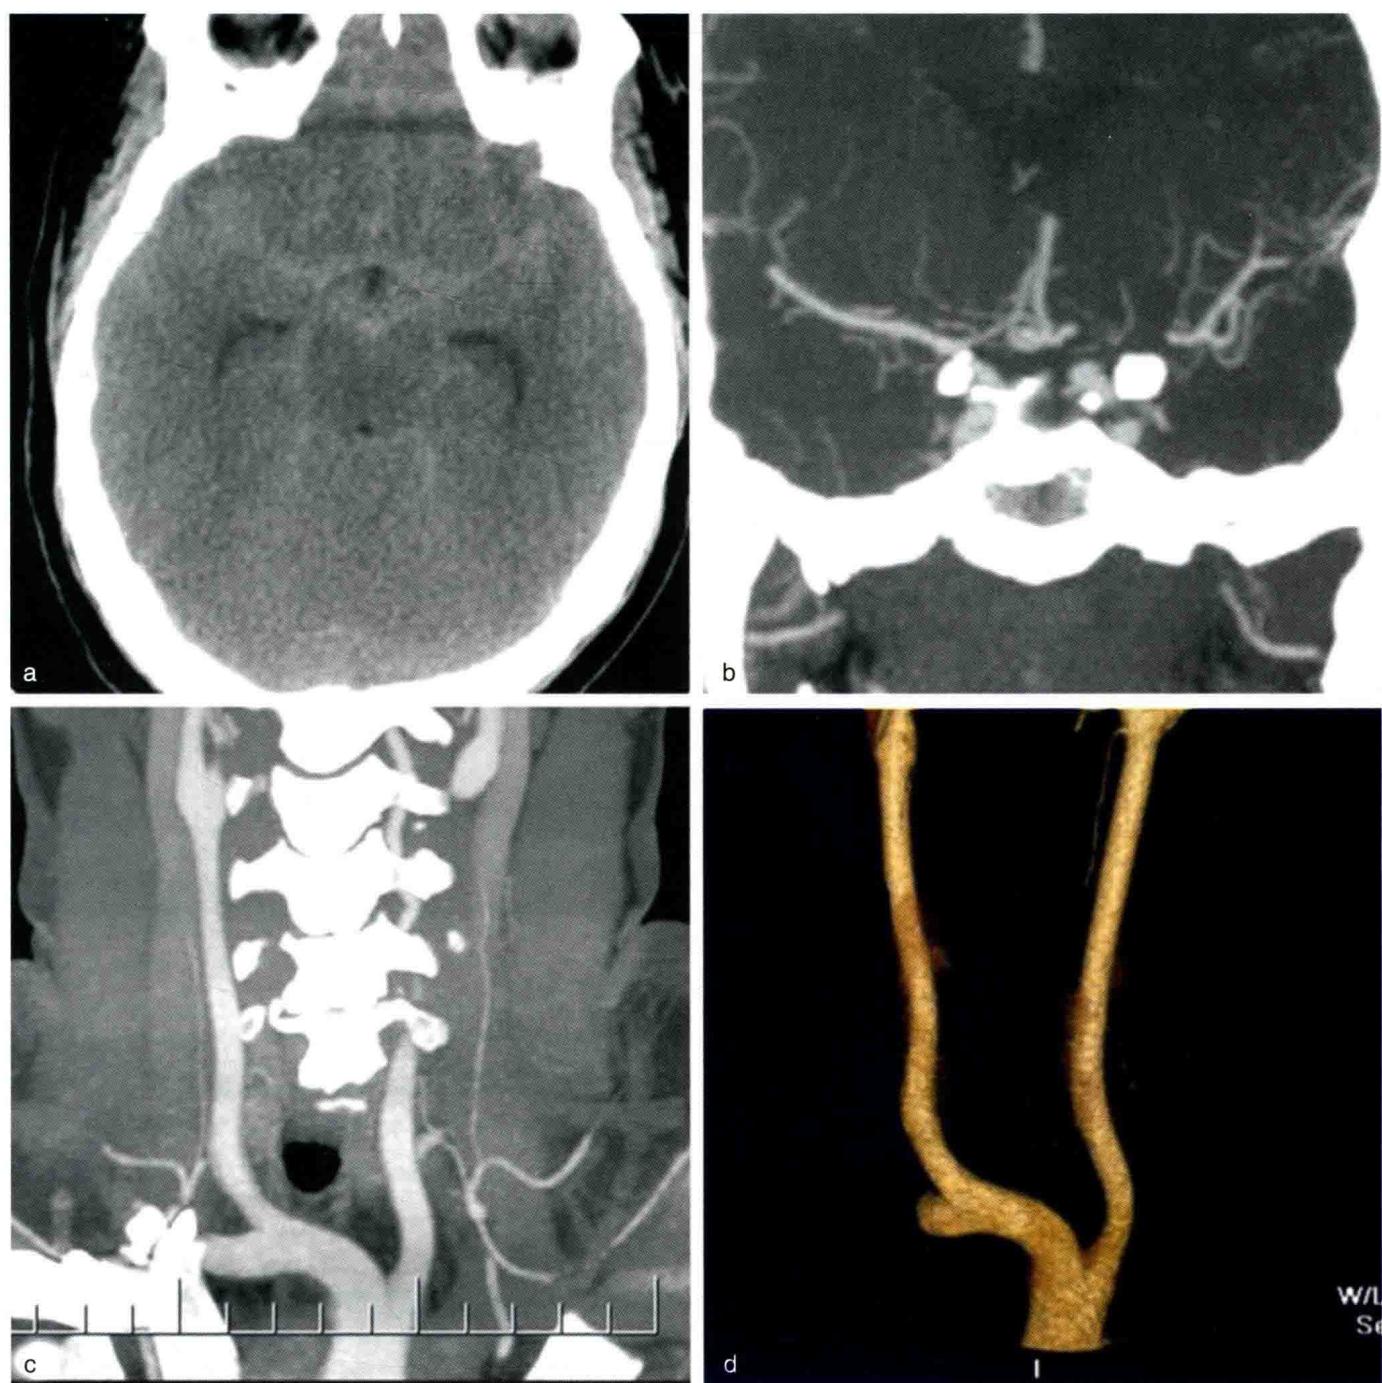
女性患者,39岁,患有蛛网膜下隙出血。非增强 CT(a)显示,蛛网膜下隙基底池急性出血。对比剂增强 CT 冠状位重建(b, c)显示,有一个 3mm 的前交通动脉瘤。有一支长段的主动脉总干起源于头臂干和左侧颈总动脉。颈总动脉三维重建 CTA(d)能更好地显示出此解剖变异。
